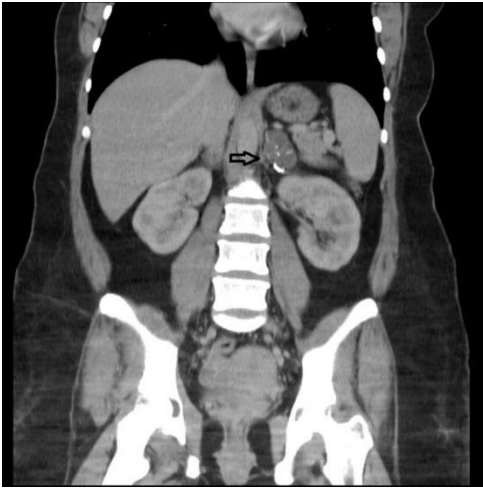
Calcific cystic mass (arrow) localized in left adrenal seen on coronal sections of computed tomography.
